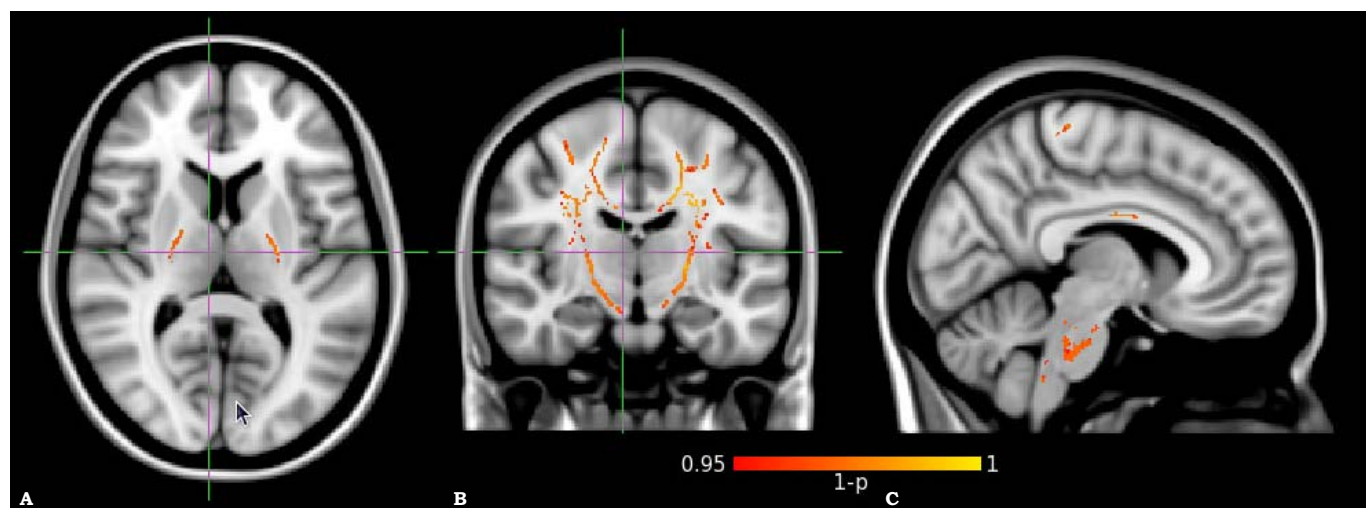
IRM-DTI en 11 sujetos con ELA definida vs. 8 controles. La FA es menor en sujetos con ELA (puntos naranja) comparado contra sujetos control ($p < 0.05$, corregida). Vista axial (A), coronal (B) y sagital (C).⁹
